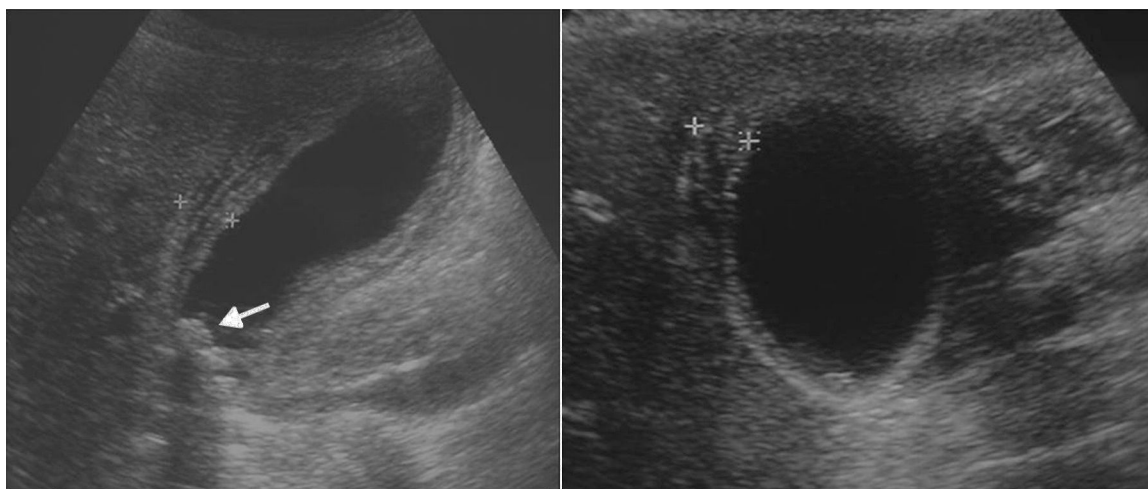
Ecografía por dolor abdominal agudo visualiza un engrosamiento y edema de las paredes de la vesícula (cálipers), con una litiasis en su bacinete (flecha). Diagnóstico: colecistitis aguda.
